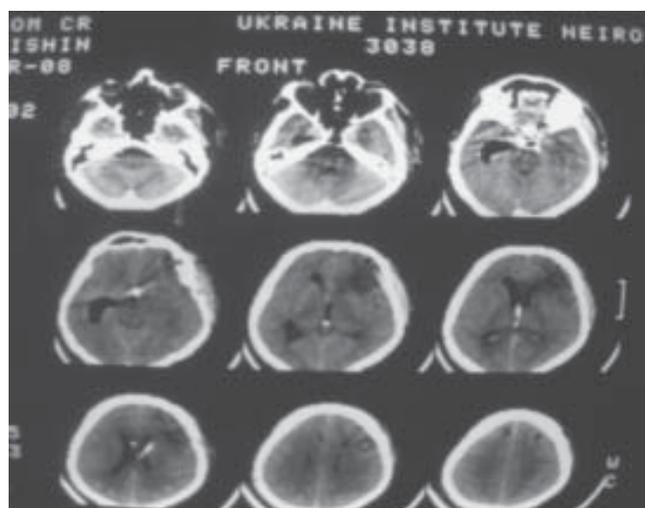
Компьютерная томография мозга через двое суток после проведения фибринолиза
